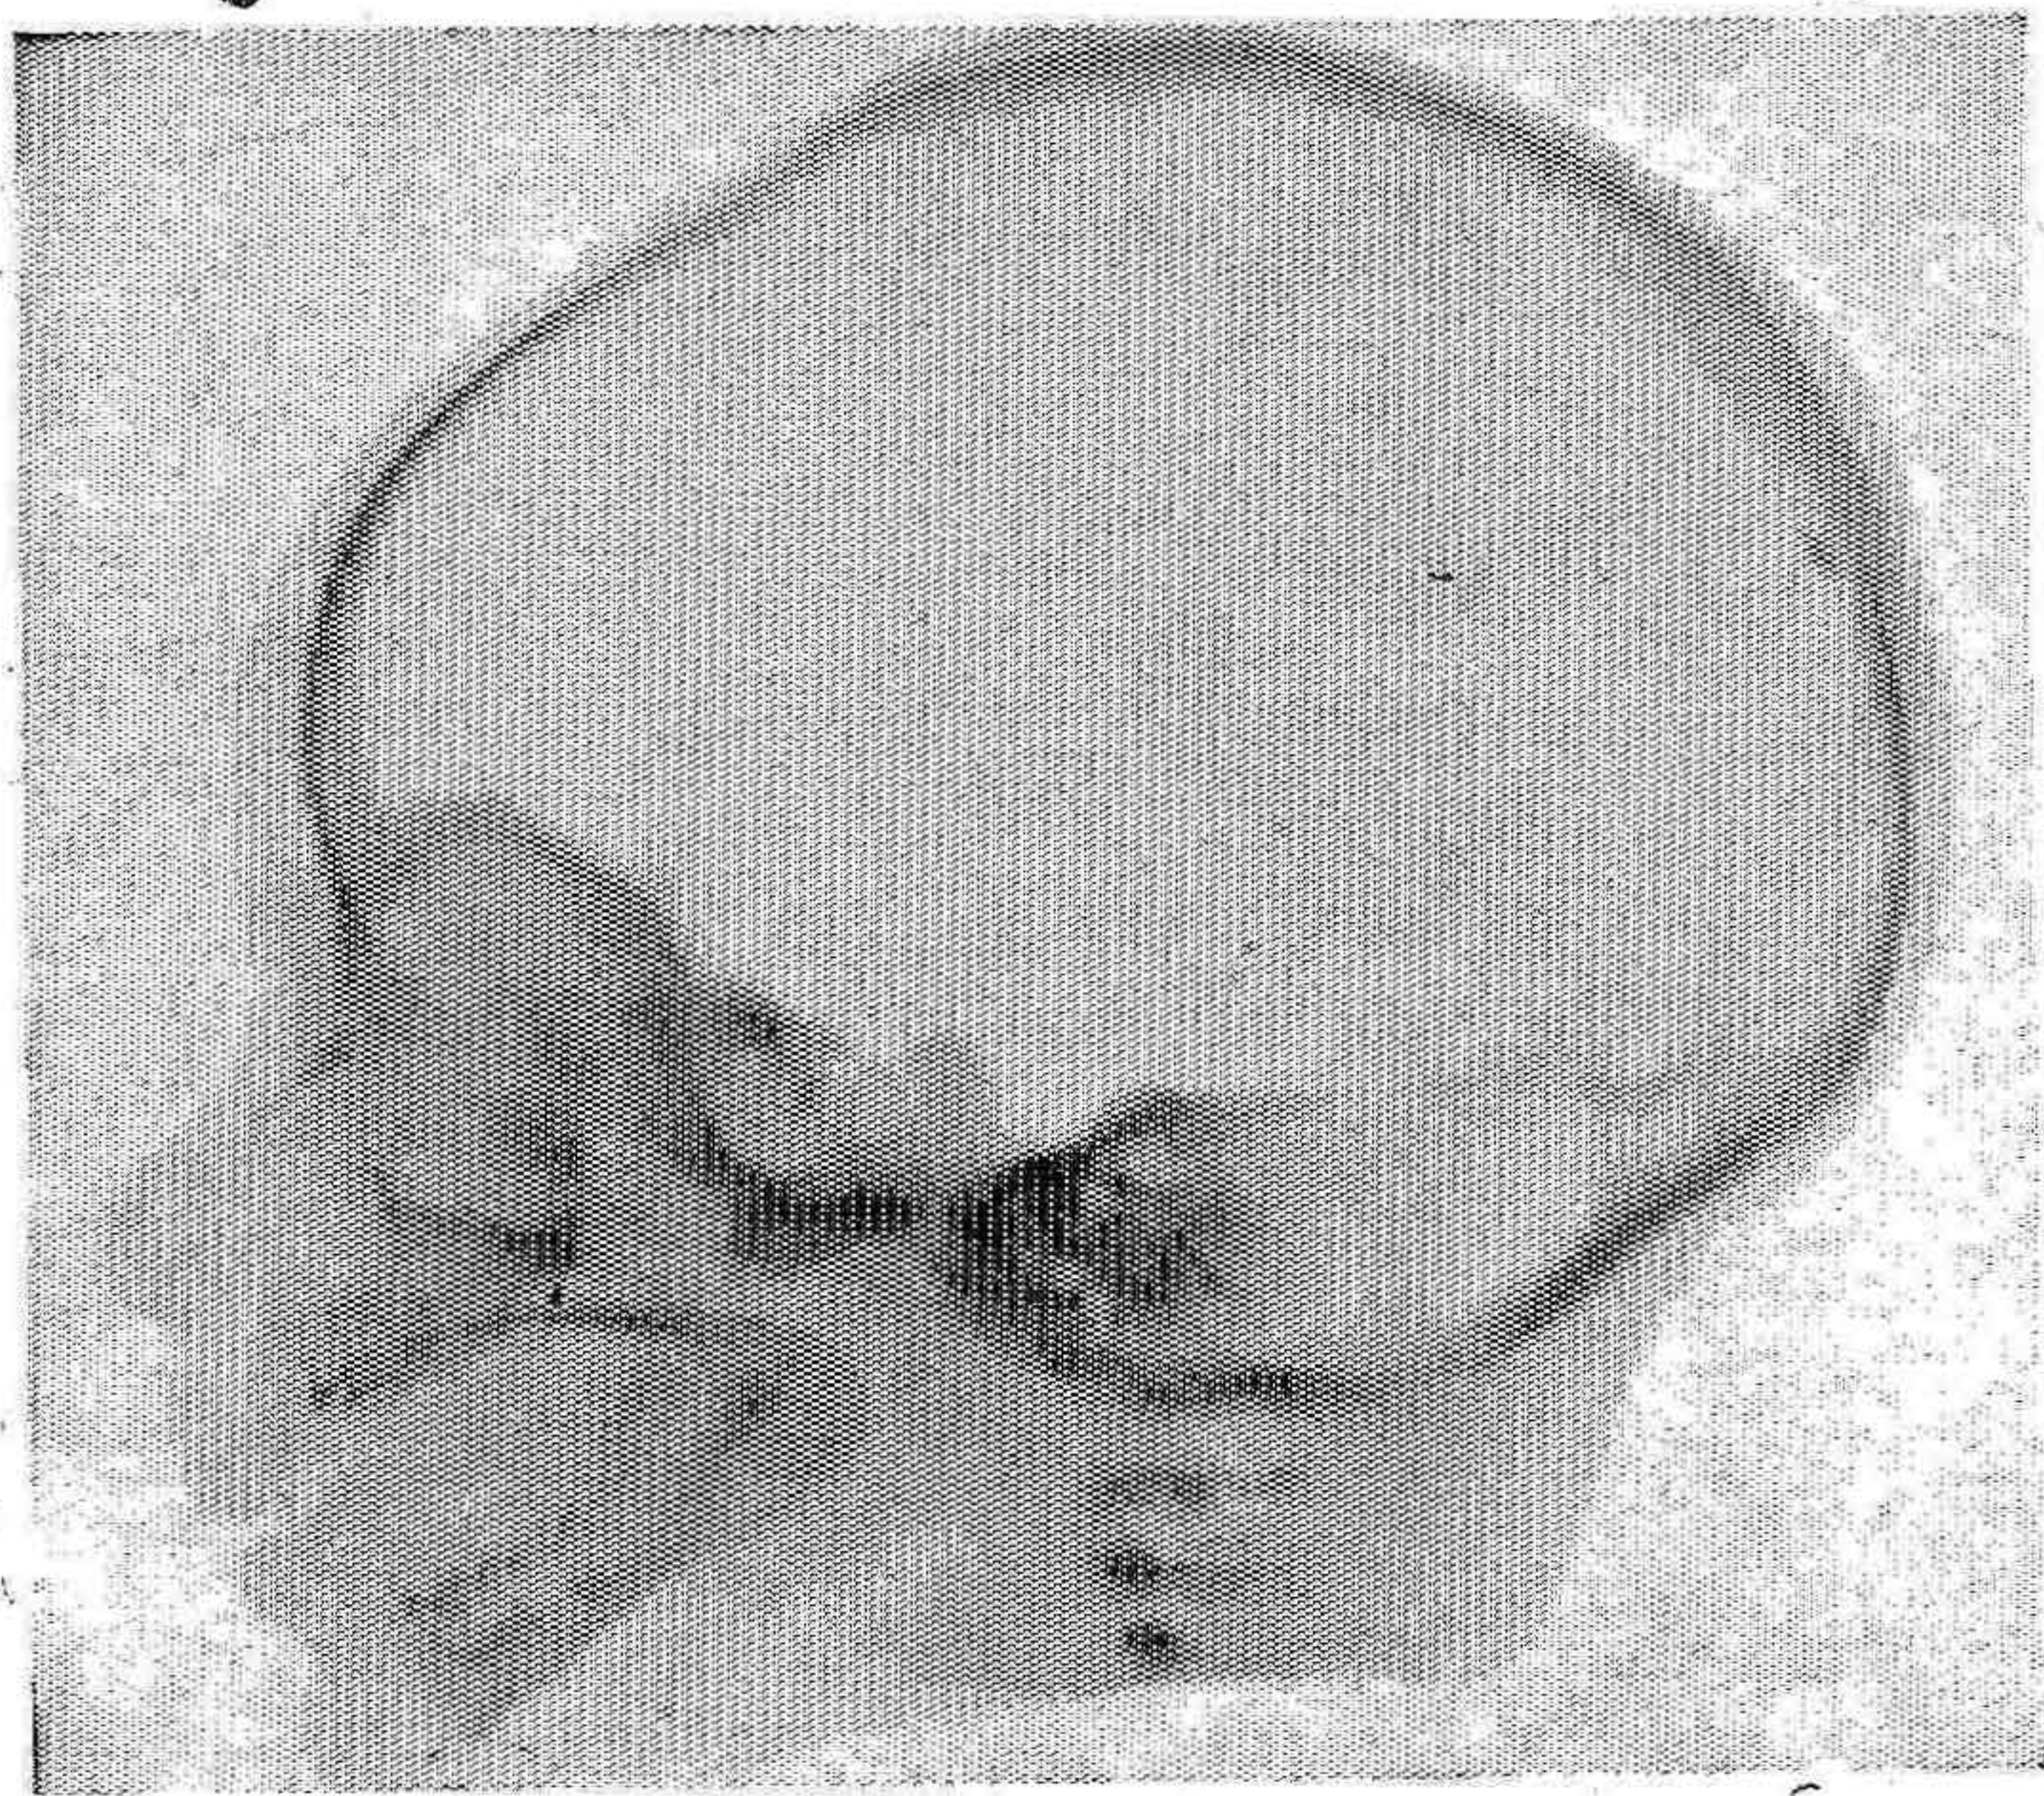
Radiografía de cabeza de un niño en corte sagital medio; el seno maxilar aparece vacío
